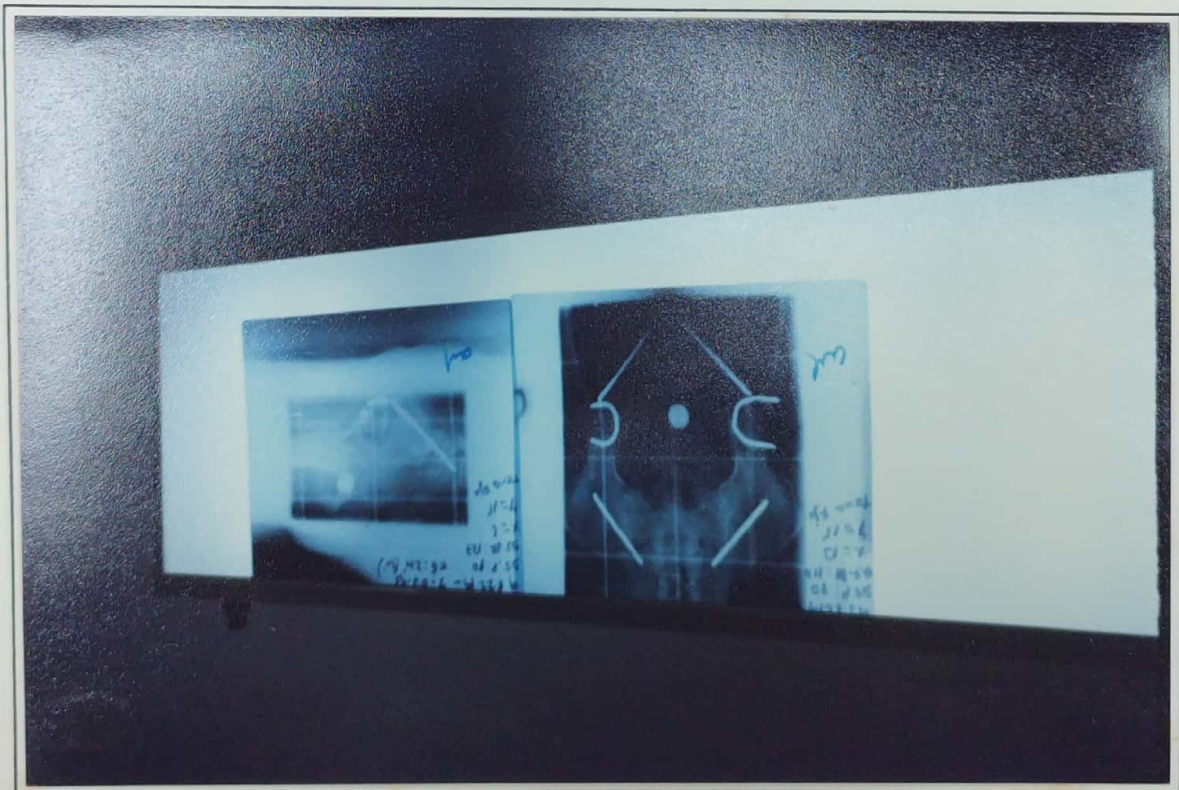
Revision de las placas radiograficas.
